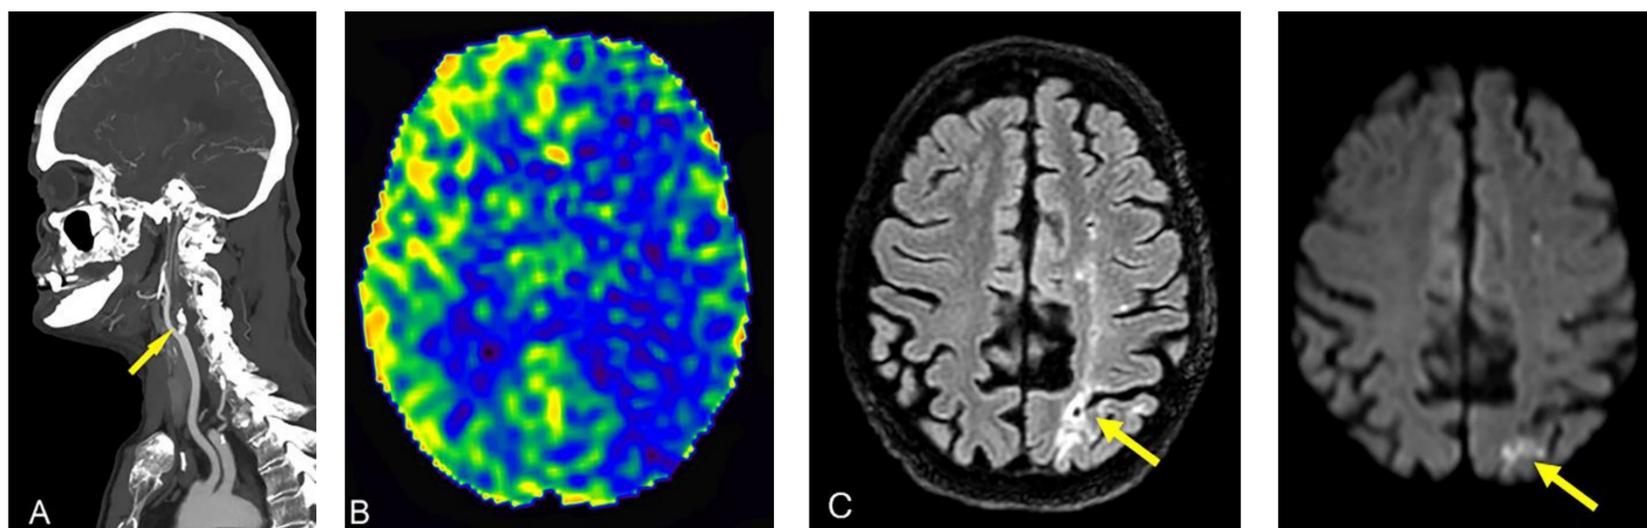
Varón de 68 años con antecedente de estenosis significativa de la arteria carótida interna tras radioterapia cervical en contexto de un cáncer de cabeza y cuello. A) En el angio-TC de troncos supraaórticos se describe una oclusión de la arteria carótida interna izquierda desde su origen en el bulbo. B) El mapa de ASL muestra una hipoperfusión difusa en el hemisferio izquierdo que permitía explicar la clínica del paciente. C) Focos de hiperseñal FLAIR en corteza parieto-occipital izquierda y en centro semioval siguiendo una distribución lineal por territorio frontera profundo sugestivos de infartos isquémicos por hipoperfusión carotídea. D) El foco de infarto parieto-occipital presenta restricción a la difusión por lo que se trata de una lesión isquémica aguda.
